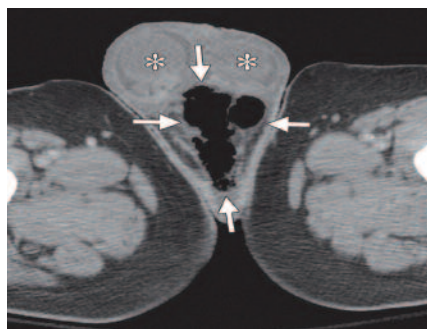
КТ с усилением при ГФ. Газ в мягких тканях мошонки (стрелки – газ, астериксы – яички) (фотография из работы Avery L.L. и Scheinfeld M.H. (2013) [19])
